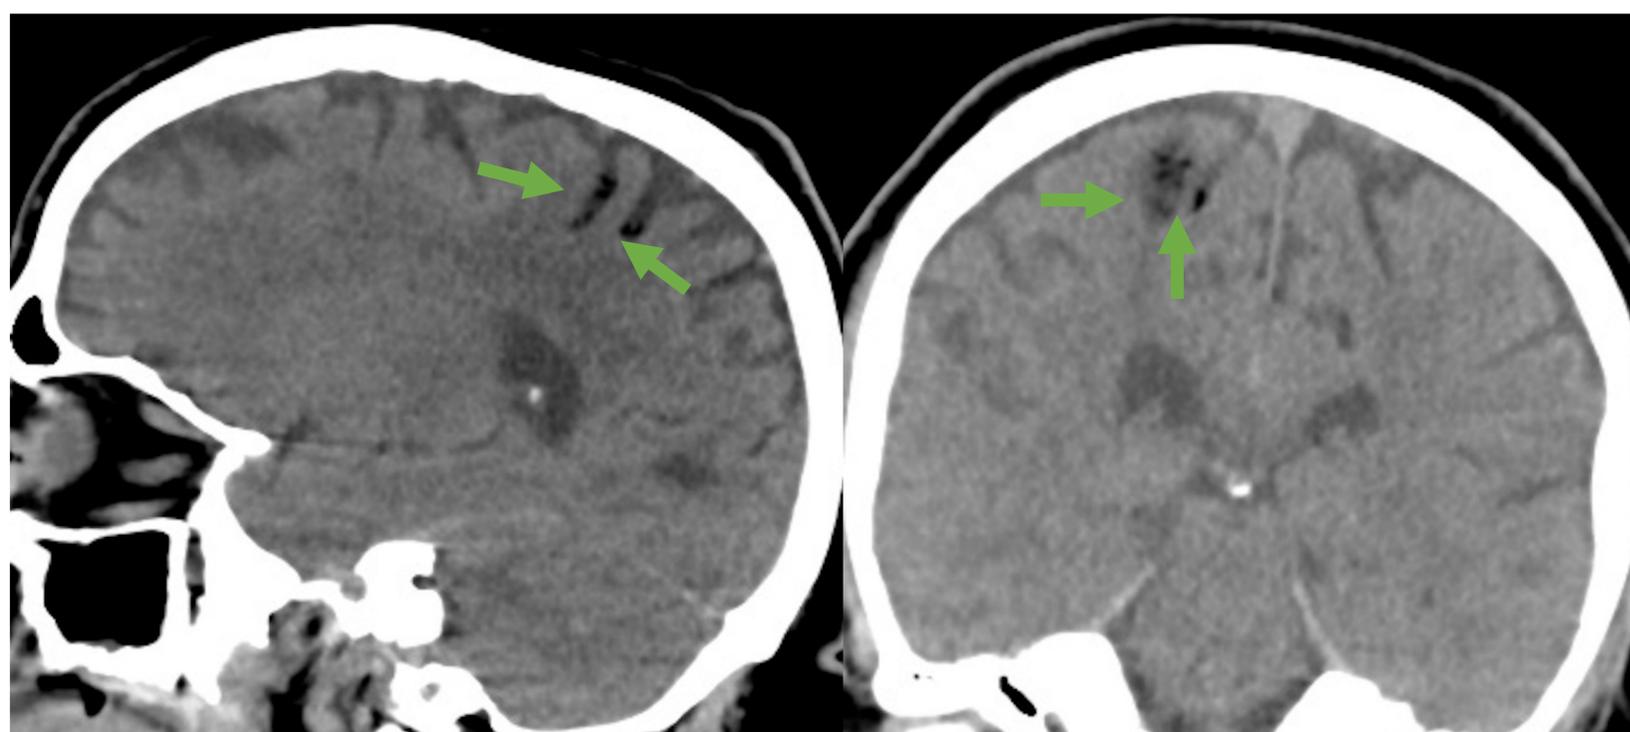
Las imágenes son cortes sagital (izquierda) y coronal (derecha) de TC de cráneo en las que se aprecia aire en surcos fronto-parietales derechos (flechas verdes).
